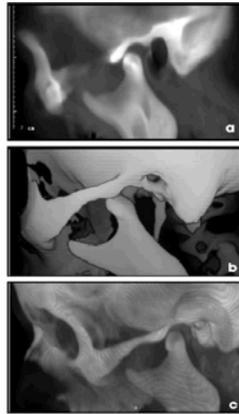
Tomografía computarizada³⁷
